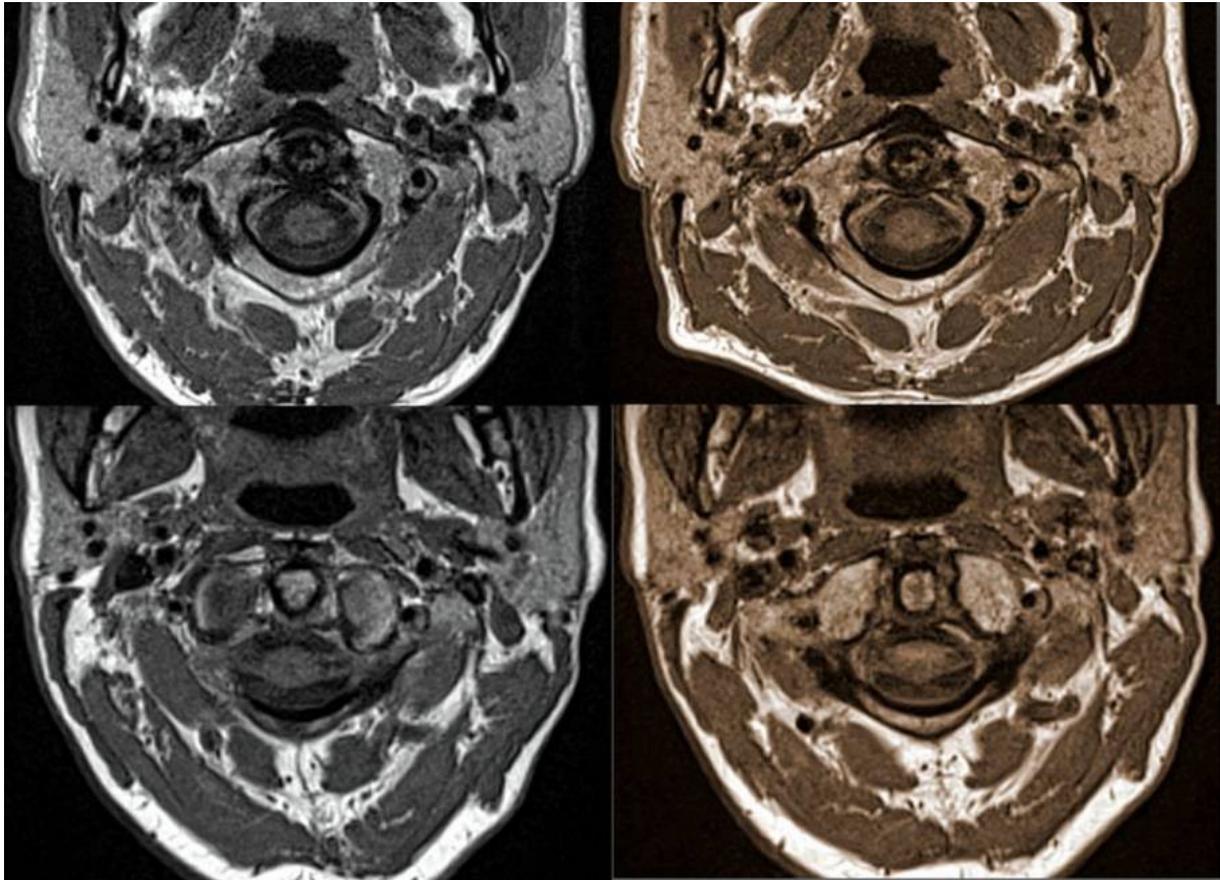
MRT-Aufnahmen von zwei weiteren Versuchspersonen. Oben: Vpn3 hat $88^{\circ}-87^{\circ}=1^{\circ}$ Differenz, unten: Vpn4 hat $94^{\circ}-87^{\circ}=7^{\circ}$ Differenz
